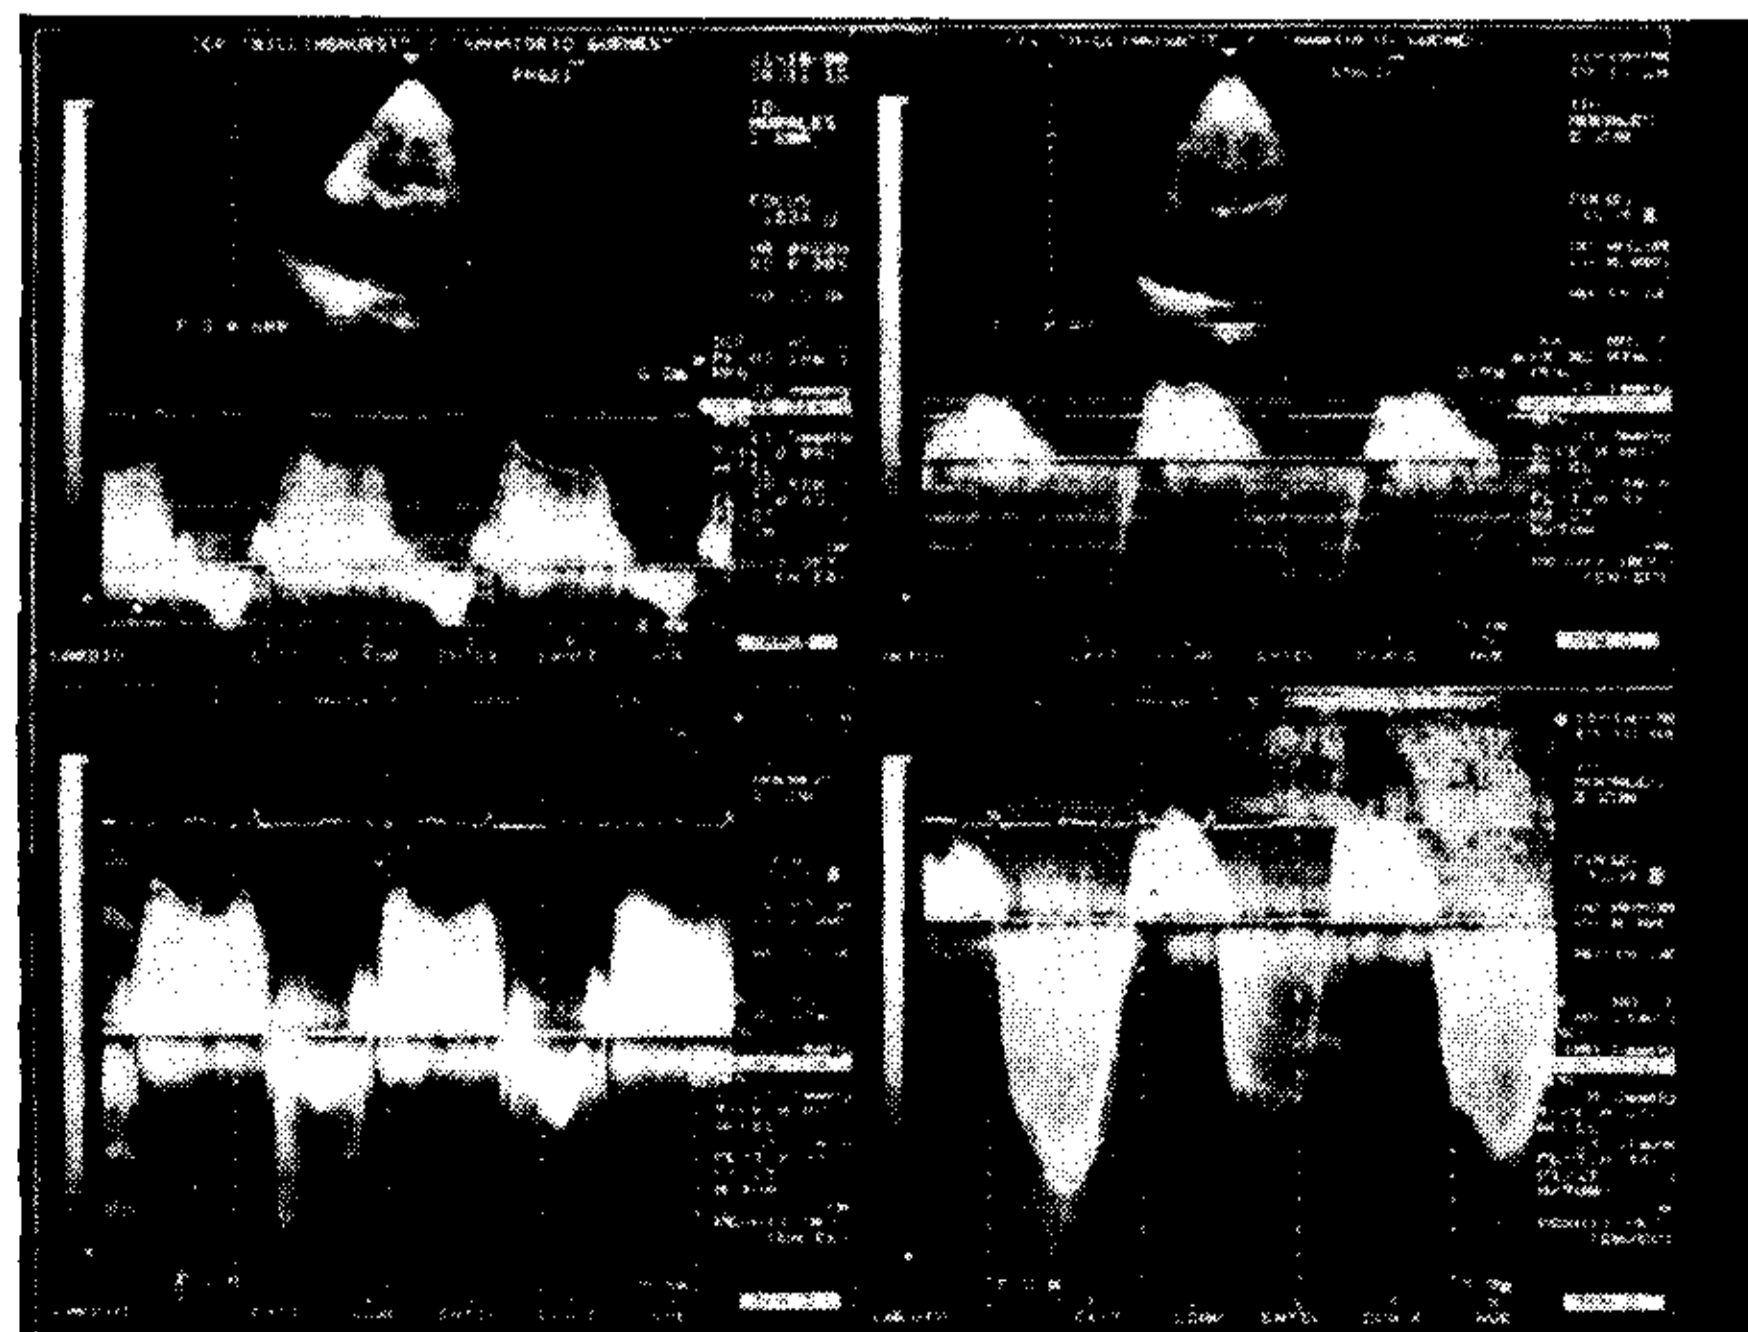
Eco Doppler prequirúrgico. Izquierda: curva de flujo transmitral. Se observa estenosis mitral severa, gradiente medio de 22 mmHg e insuficiencia mitral leve. Derecha: curva de flujo tricuspídeo. Insuficiencia tricuspídea severa, presión pulmonar calculada de 120 mmHg.
